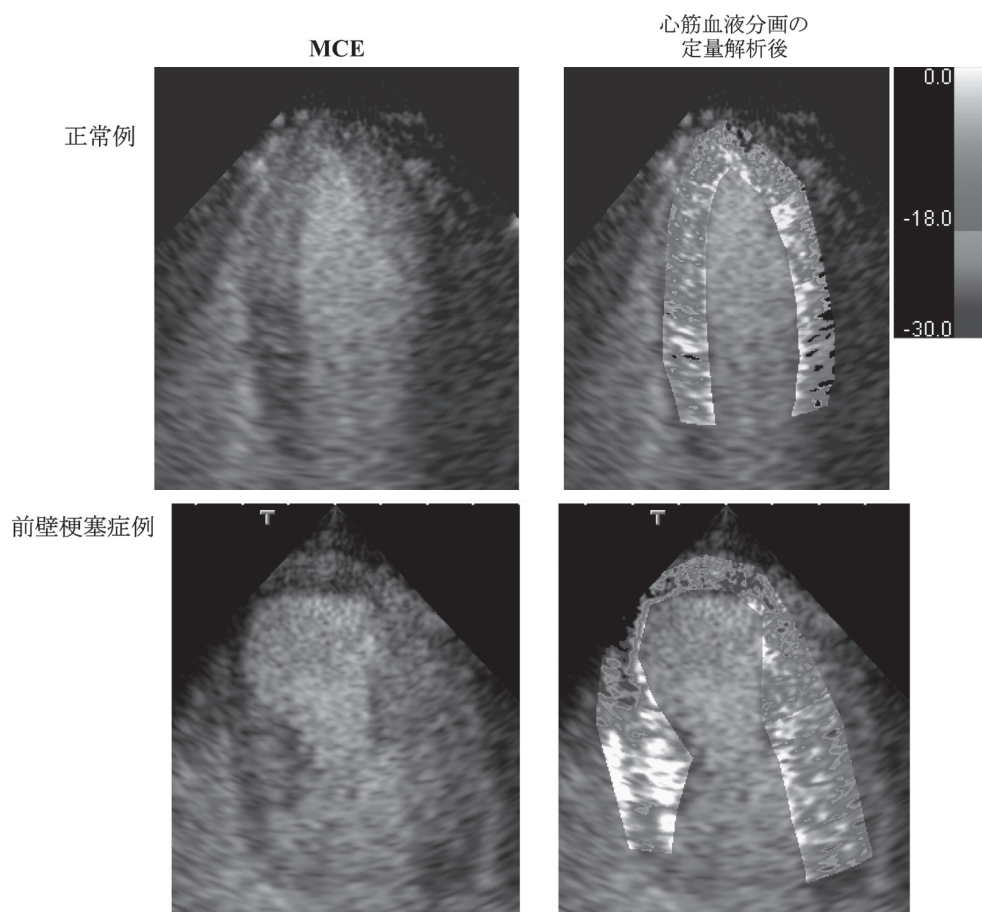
静注法による心筋コントラストエコー画像 (MCE) とその定量的解析画像：正常例と前壁梗塞症例。上段は正常例，下段は前壁梗塞症例である。静注法の MCE 画像 (心尖四腔断面) では左室心筋全体に染影が認められるが，前壁梗塞症例では心室中隔遠位部から心尖部にかけて染影欠損が認められた。右図は心筋血液分画を定量化した画像である。心筋染影強度と近傍の左室腔のそれで補正した指標が relative myocardial contrast intensity (RMCI, dB) である。心筋における RMCI の値を心筋上に輝度で表示したものである。心筋梗塞は RMCI が -18 dB 未満の領域として濃い色で表示されている。
